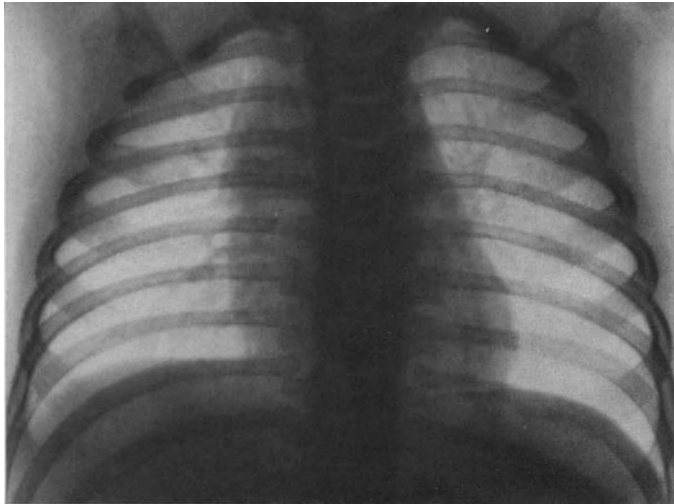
Ursula K. 10 Monate alt. Thymushyperplasie. Heilung nach einer Röntgenbestrahlung.
